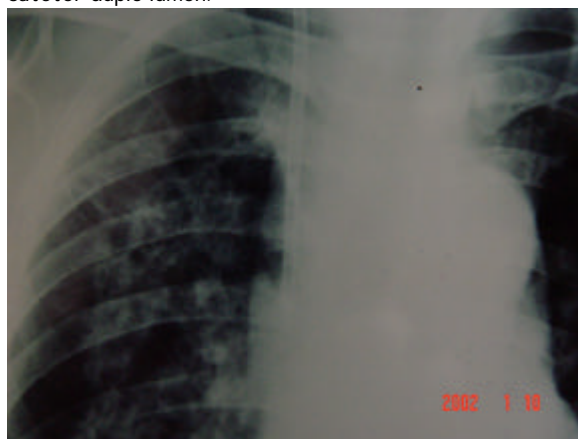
Radiografia de tórax; note a posição do cateter duplo lúmen.
